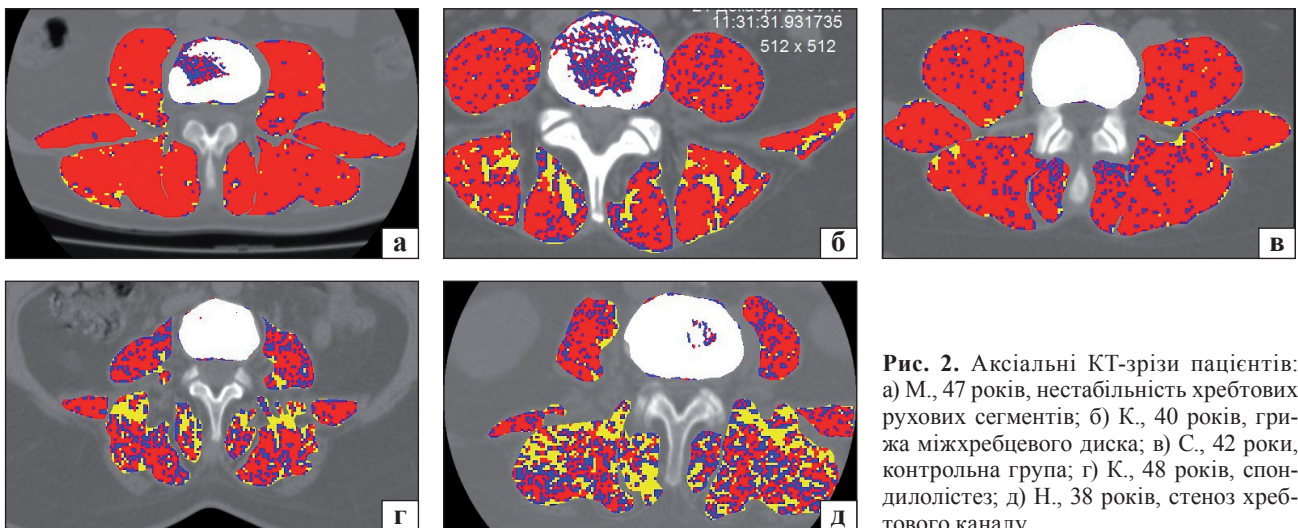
Аксиальні КТ-зрізи пацієнтів: а) М., 47 років, нестабільність хребтових рухових сегментів; б) К., 40 років, грижа міжхребцевого диска; в) С., 42 роки, контрольна група; г) К., 48 років, спондилітез; д) Н., 38 років, стеноз хребтового каналу
